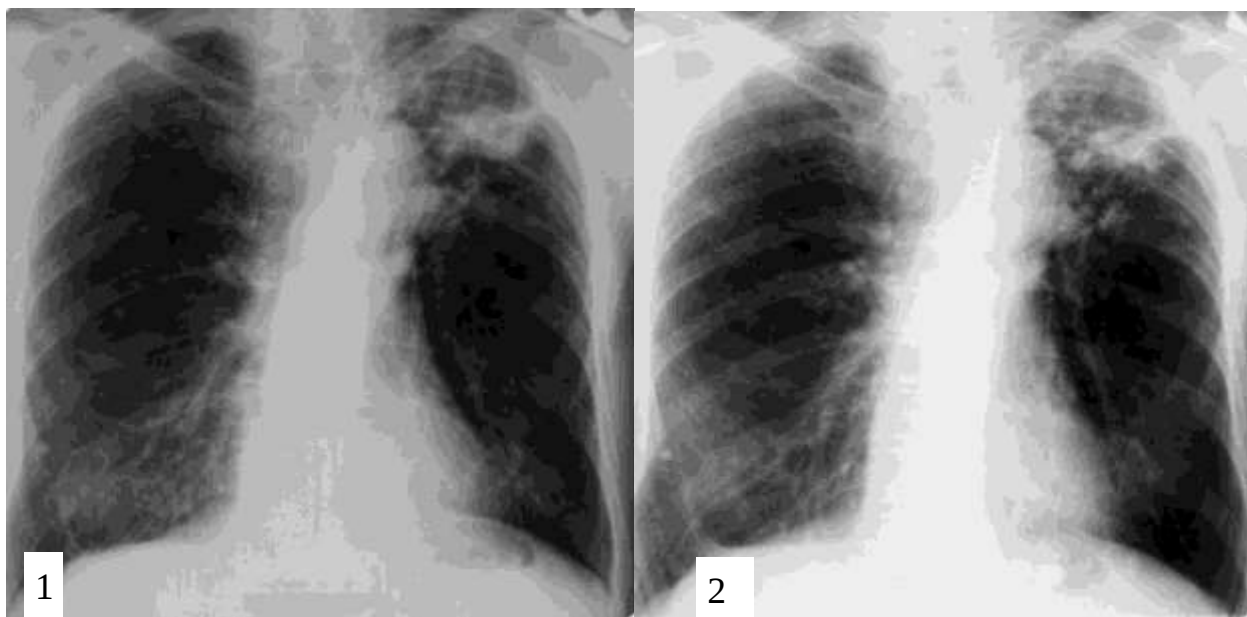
Рентгенограммы ОГК больного Т., 63 лет, после проведения клапанной бронхоблокации: 1) – на 5-й день после установки клапана; 2) – на 30-е сутки после установки клапана
